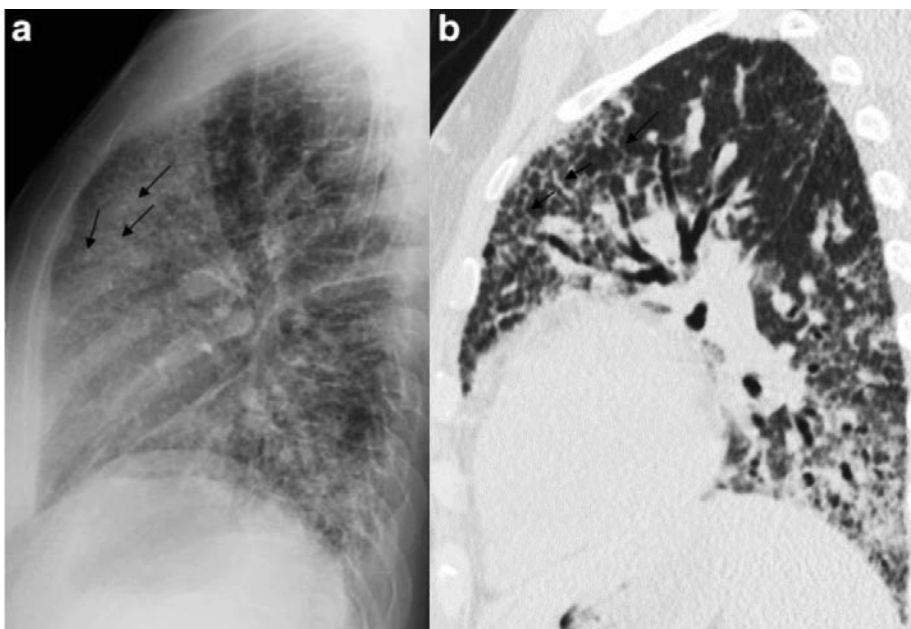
Ліва бічна рентгенограма ОГК (a) та КТ ОГК (b). Лінії Керлі Д. (<https://radiopaedia.org/cases/15434/studies/15204?lang=us>)
